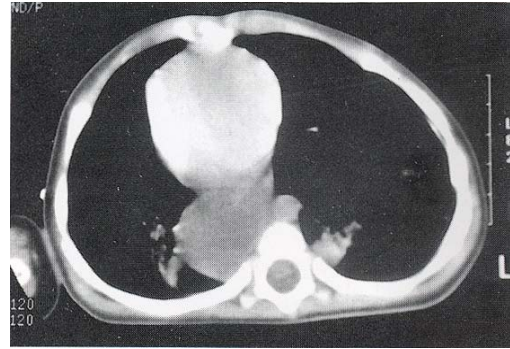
Chest CT shows a 3×3 cm sized cystic mass on the right lower field between the heart and thoracic vertebra.
